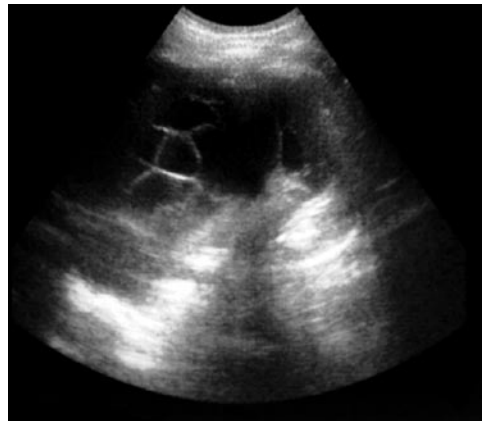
L'ecografia toracica è l'indagine d'elezione nell'individuare piccoli versamenti e nella diagnosi differenziale tra versamento libero e raccolta organizzata in pluriconcamerazioni. L'immagine evidenzia una raccolta liquida in parte sepolimentata da setti fibrinosi.*
